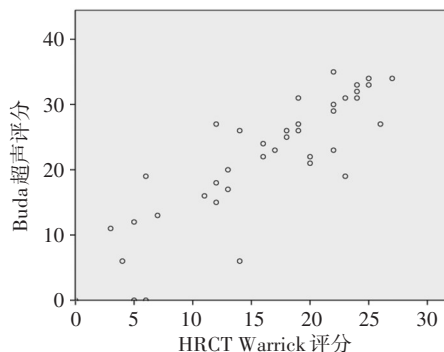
ILD患者Buda超声评分与HRCT Warrick评分的相关性分析散点图
